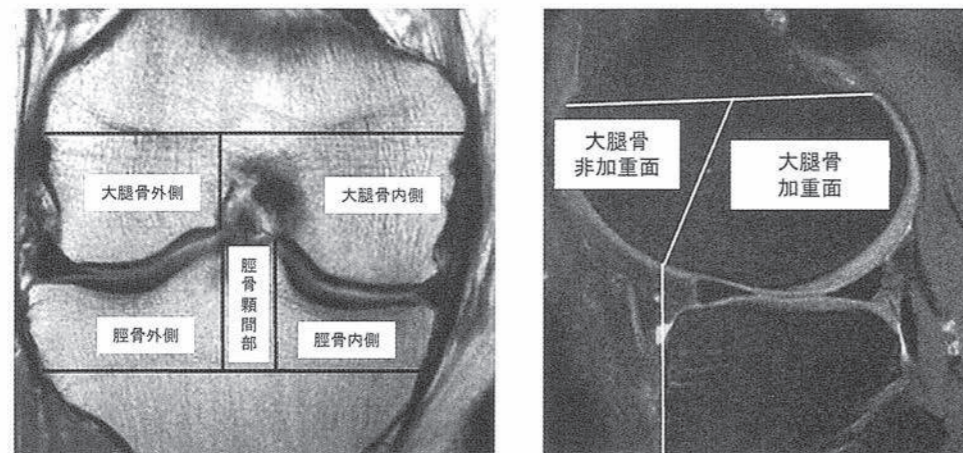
本研究におけるBMLの定義：①全例MRIにて評価 ②T1W lowかつT2W highでありT2 STIRで明瞭に描出される領域 ③関節面に接する ④骨髓内の領域で辺縁が不鮮明 ⑤外傷の既往、リウマチの既往、腫瘍性病変の症例は除外
